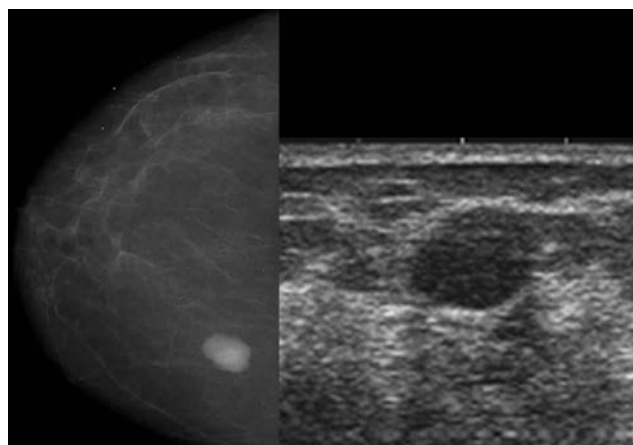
Mama derecha con nódulo lobulado en el cuadrante interno, plano posterior. El ultrasonido muestra nódulo hipoecoico, homogéneo.
